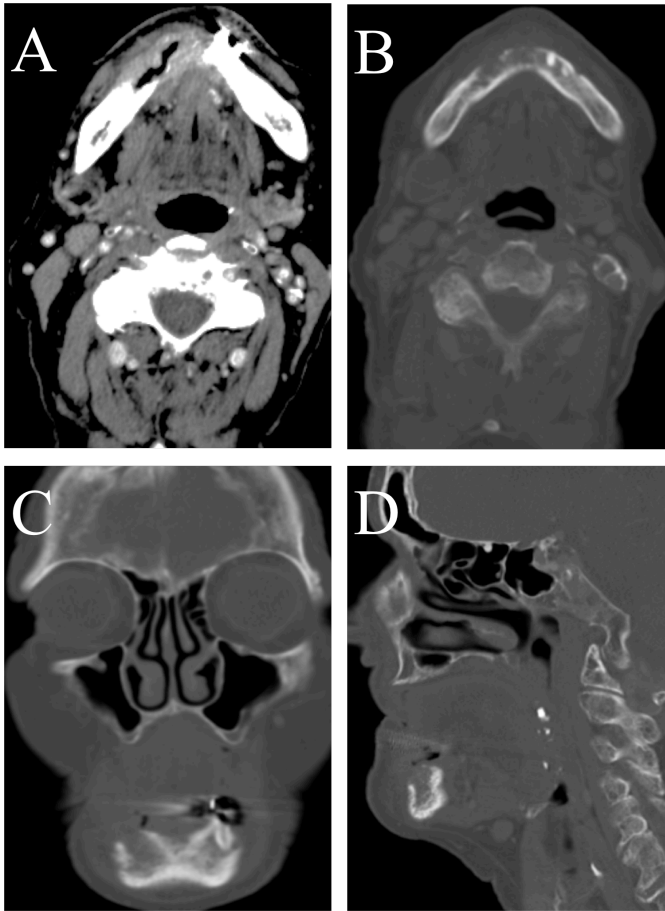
PECA der Mundhöhle im CT
